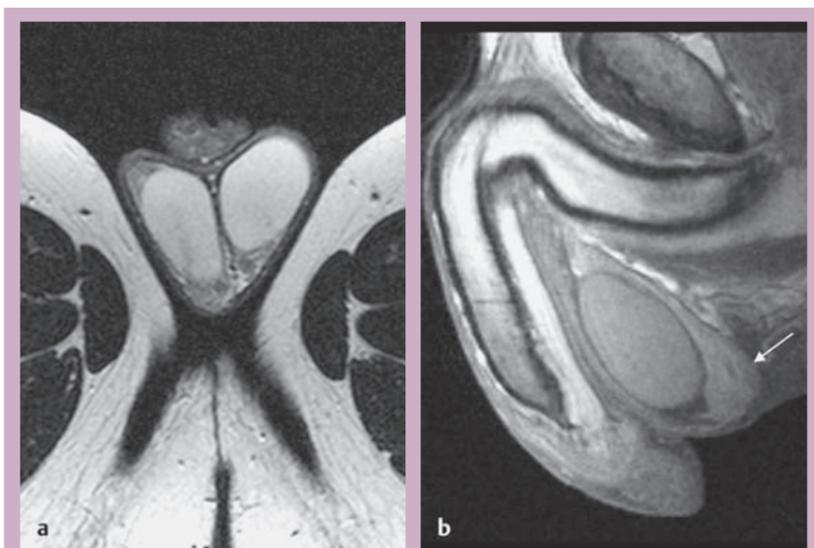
a, b Testículos normales. Imágenes de RM.
